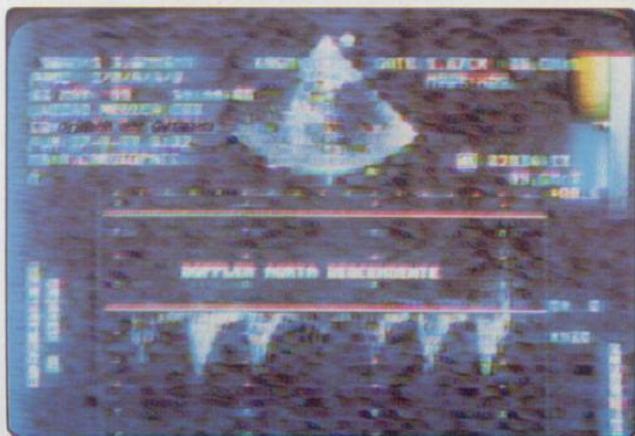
Doppler pulsado en aorta descendente. El registro no es continuo por movimientos fetales.
